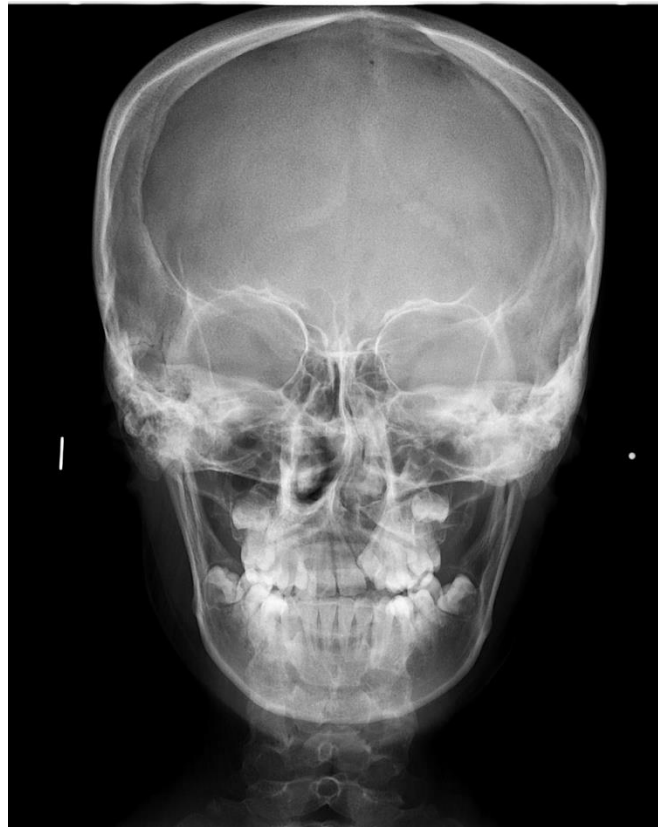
Radiografía Posteroanterior
